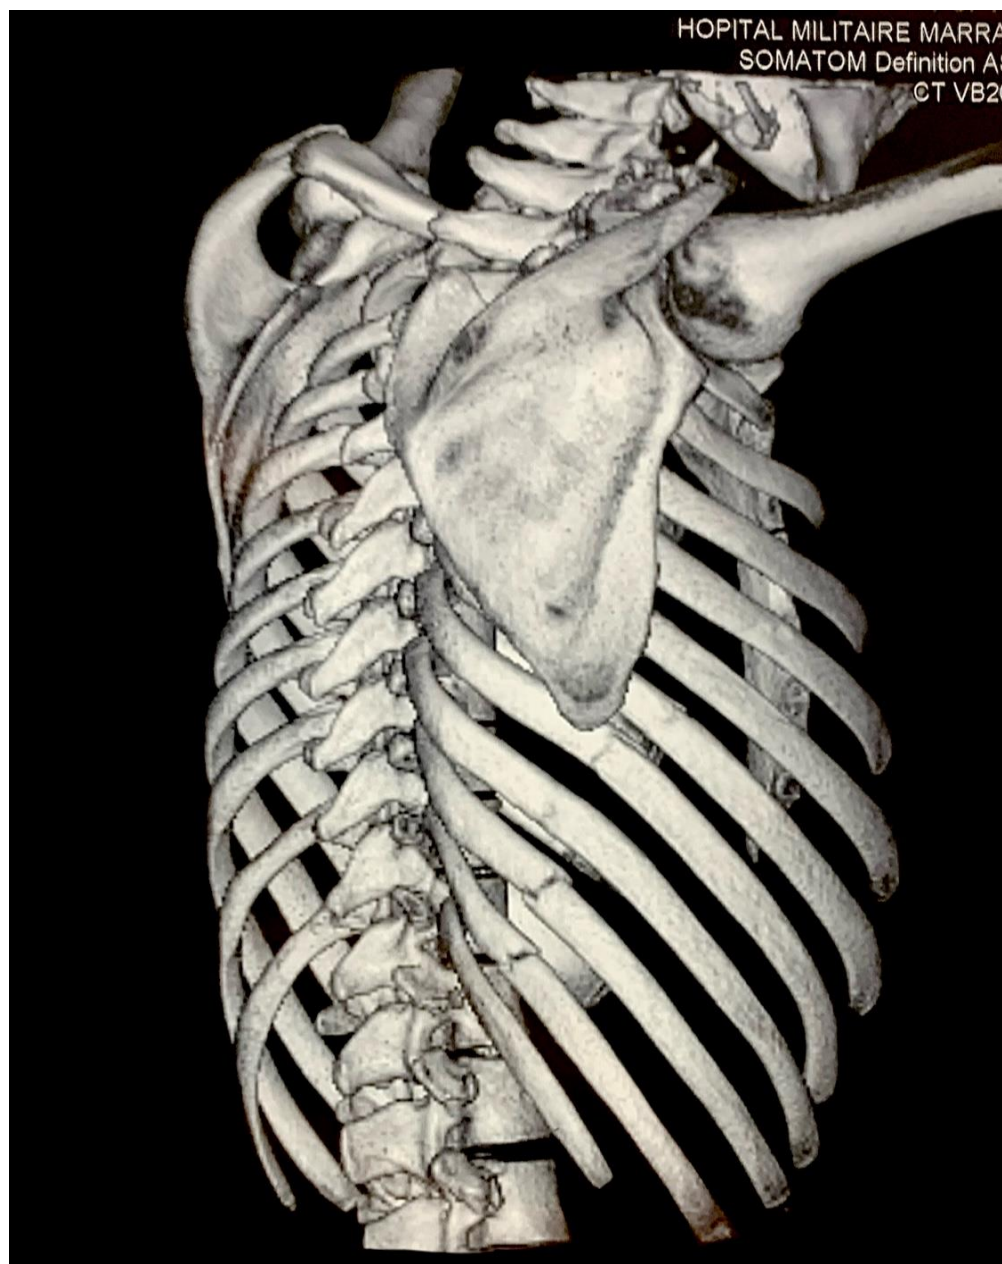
TDM thoracique en reconstruction 3D VR objectivant des fractures costales étagées intéressant l'arc postérieur la 7eme 8eme 9eme 10eme et 11eme cote . Hôpital Militaire Avicenne Marrakech.
